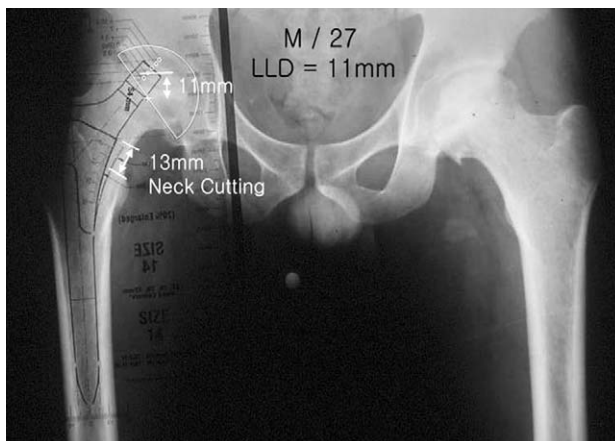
This radiograph shows selection of the appropriate acetabular cup size and marking the acetabular center of rotation, determination of the implant size of the femoral stem and the level of the neck resection that would best reproduce the normal neck-shaft angle and offset.
